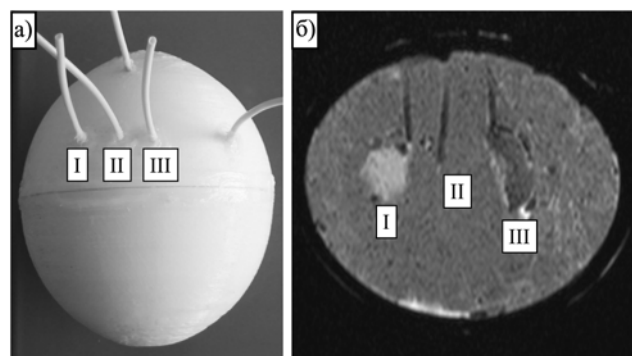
Внешний вид фантома (а); МРТ-изображение центрального среза фантома (б):
